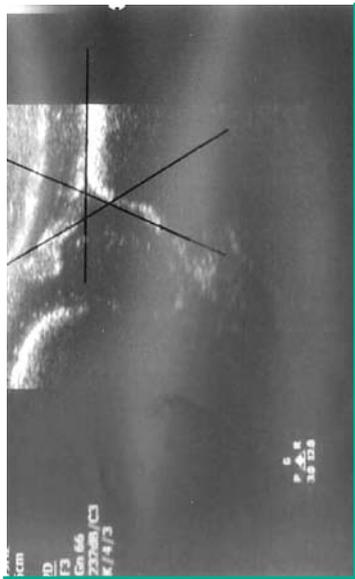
Standardsonogramm eines Neugeborenen mit Messlinien Alpha 67°, Beta 58° - Typ I b.
